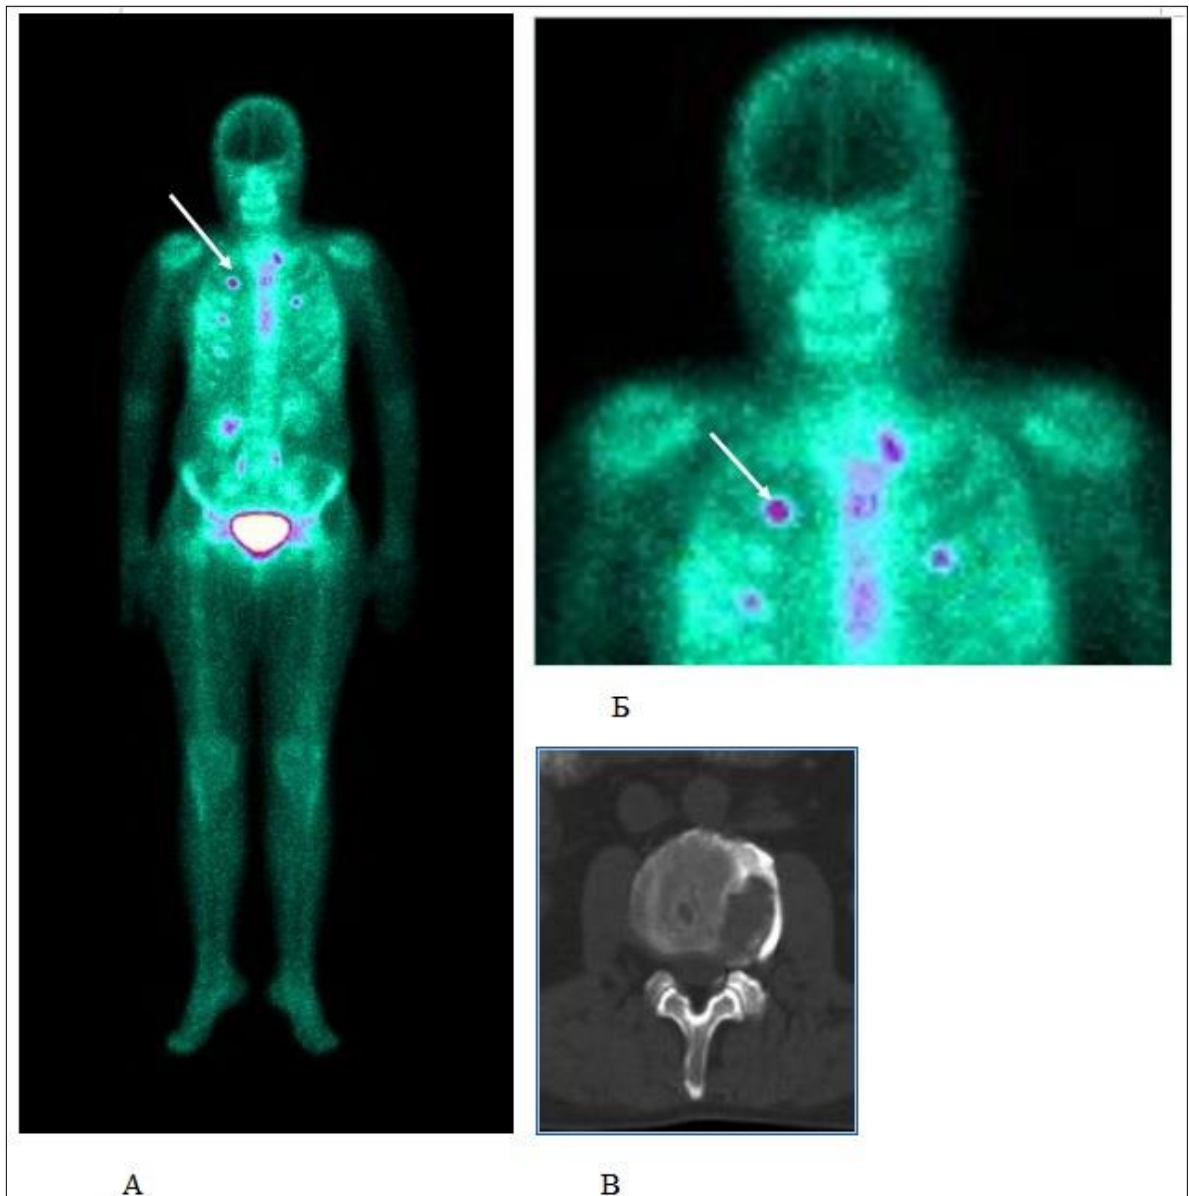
«Горячие очаги» поражения костей при гистиоцитозе на сцинтиграмме всего тела (а) и на увеличенном фрагменте (б) (указаны стрелками). Морфологически эти изменения представляют собой очаги деструкции неправильной формы с ободком склероза по периферии (в)
